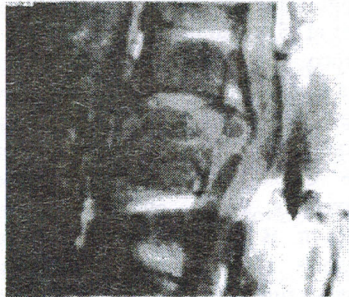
МРТ, T1-взвешенное изображение, сагиттальный срез. Компрессионный перелом тела L1 позвонка, грубая передняя компрессия дурального мешка отломком тела позвонка.
